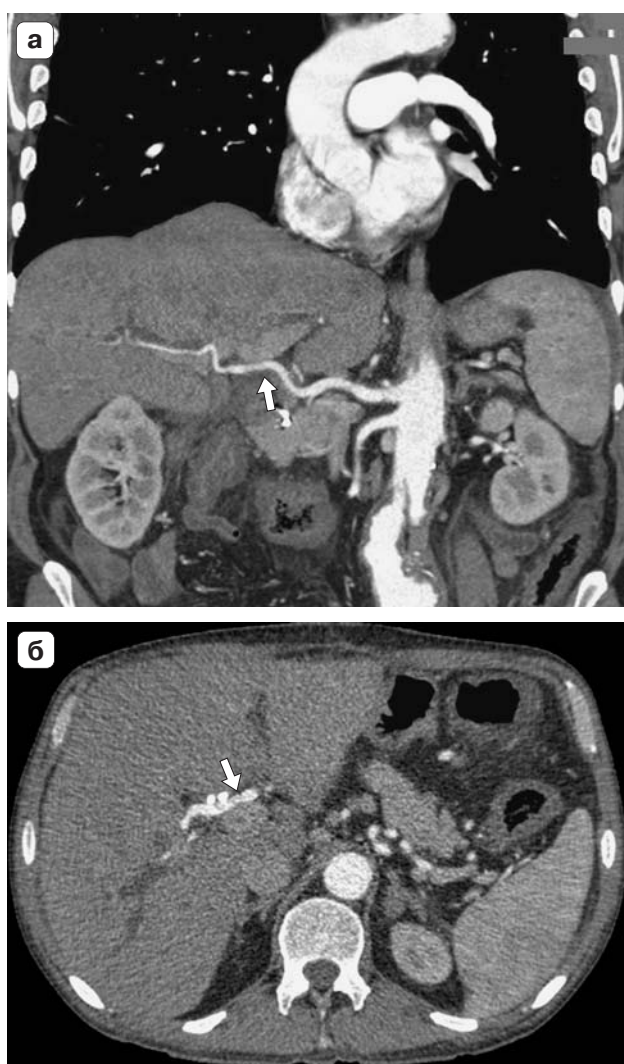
Компьютерная томограмма. Опухоль Клацкина (стрелки), прилежащая к печеночной артерии. а – криволинейная реконструкция, б – аксиальная проекция.
